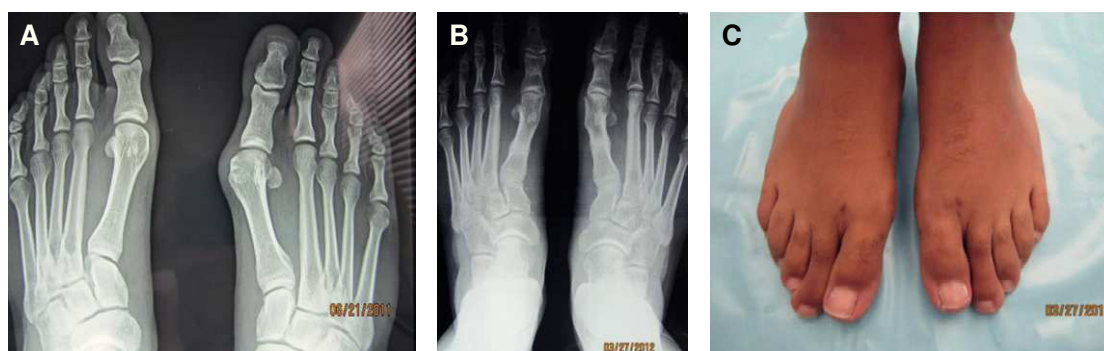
Paciente con *hallux valgus*. A. Radiografía prequirúrgica. B. Radiografía al noveno mes posoperatorio. C. Resultado estético.
